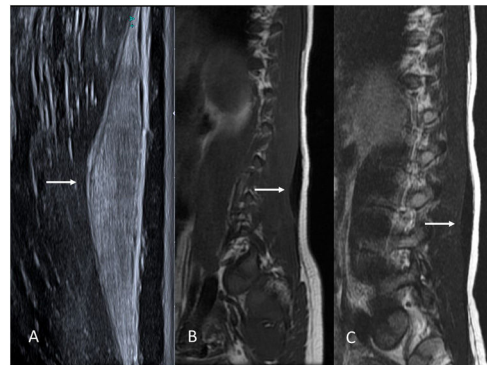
Niño de 9 años con fibroma de Gardner en la musculatura erectora de la columna. A) Imagen de ecografía en escala de grises en el plano sagital, donde se observa una lesión fusiforme marcadamente hiperecogénica en la fascia muscular (flecha). B y C) Imágenes de RM del mismo paciente potenciadas en T1 y T2, respectivamente. Nótese la baja intensidad de señal de la lesión en T1 y T2 debido a su naturaleza fibrosa (flechas).
